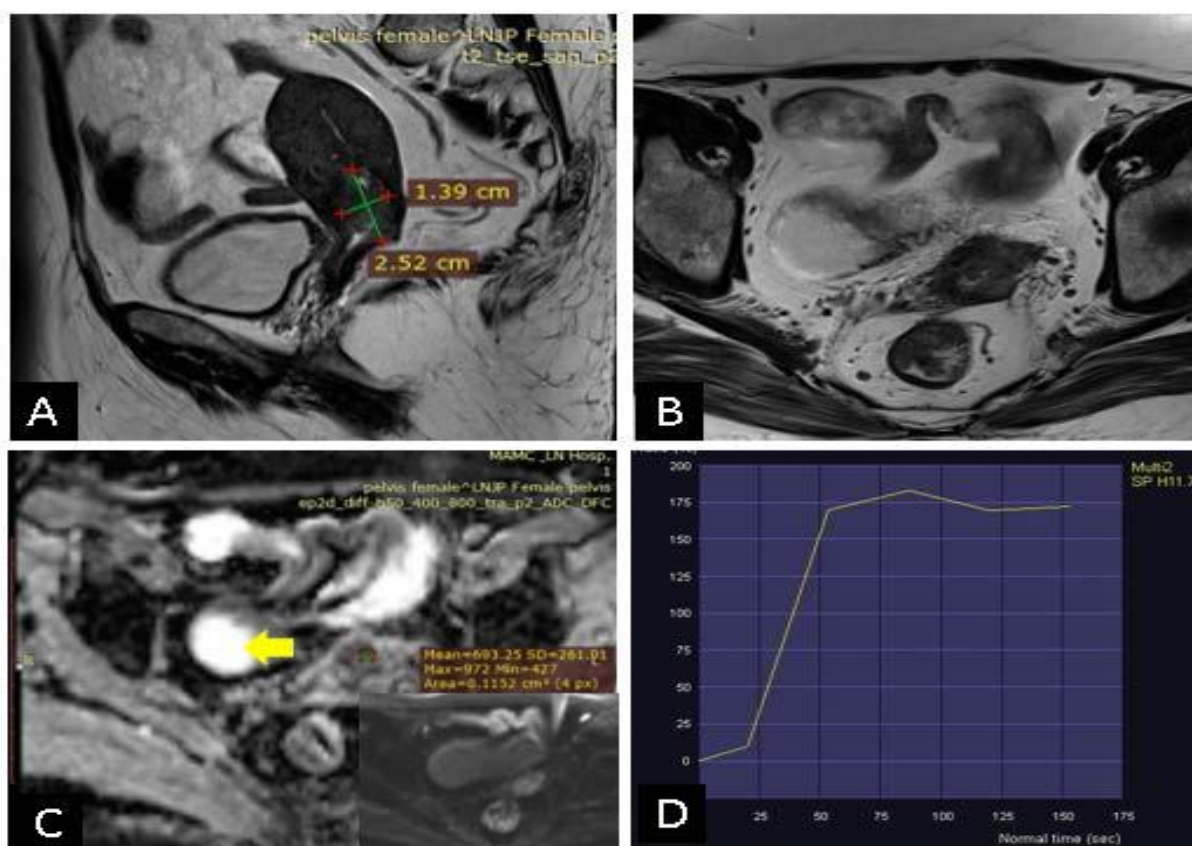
Та же больная. МРТ после химиотерапии (А-Д): Сагиттальные (А) и аксиальные (В) Т2 ВИ демонстрируют уменьшение размера опухоли шейки матки в сравнении с первичным сканированием. На карте ADC (С) видно ограничение диффузии (обозначено стрелкой), с повышением значения ADC до 690×10^{-6} мм²/с относительно исходного уровня МРТ. Кривая временной интенсивности (ТIC(Д)) показывает плато усиления сигнала
